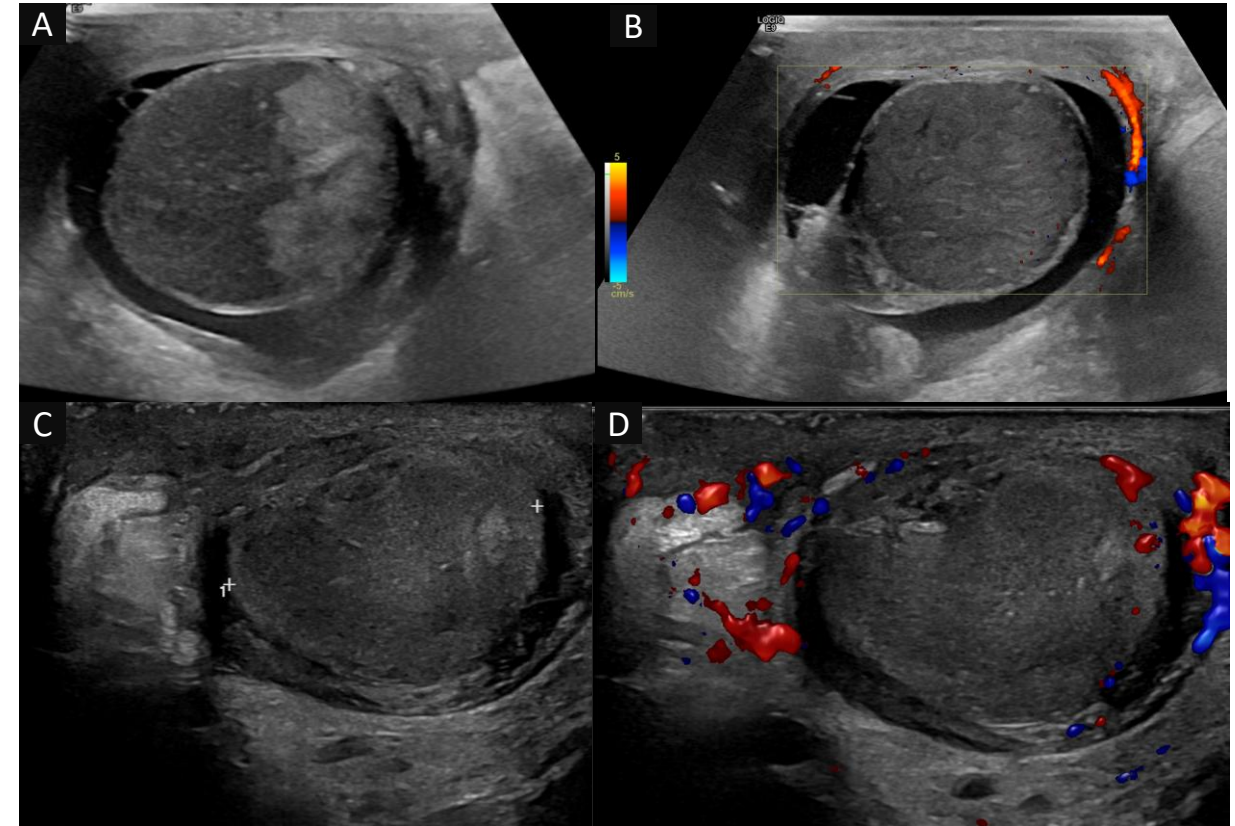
A – B) Infarto segmentario del teste derecho en paciente con vasectomía 4 días antes. C-D) Ecografía testicular al mes con disminución del volumen y de la ecogenicidad del teste derecho (signos de atrofia), con persistencia únicamente del Doppler color en su polo inferior.
